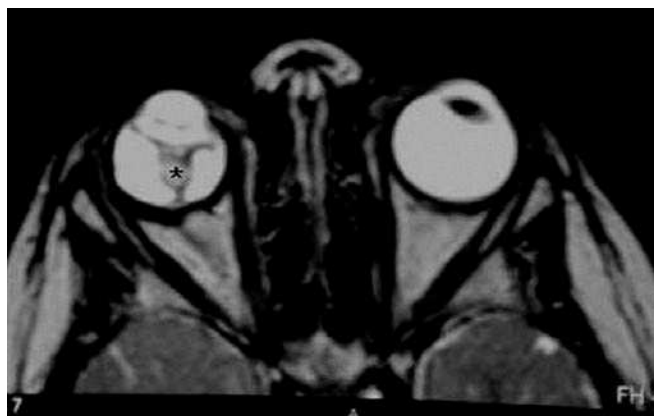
RM de órbitas. Secuencia axial T2.
